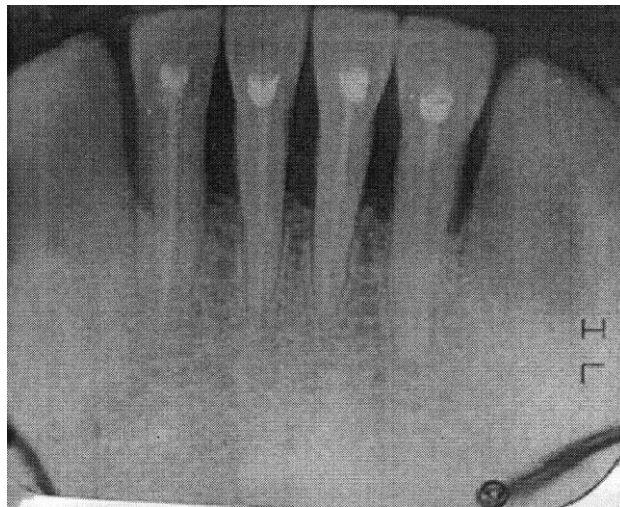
Рентгенограма 31, 32, 33, 41, 42, 43 зубів хворої Т. (іст. хв. № 526) до лікування. Резорбція кісткової тканини міжальвеолярних перегородок в межах 1/2–2/3 довжини коренів зубів, значно виражений остеопороз, рівномірне розширення періодонтальних щілин коренів зубів по всій їх довжині
